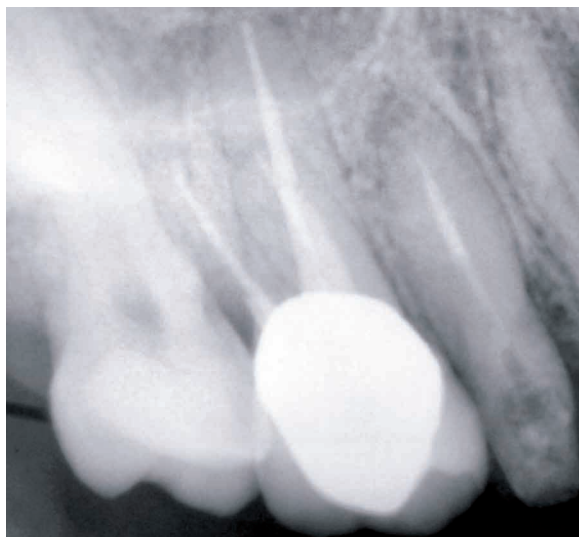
Radiografía final del tratamiento.
